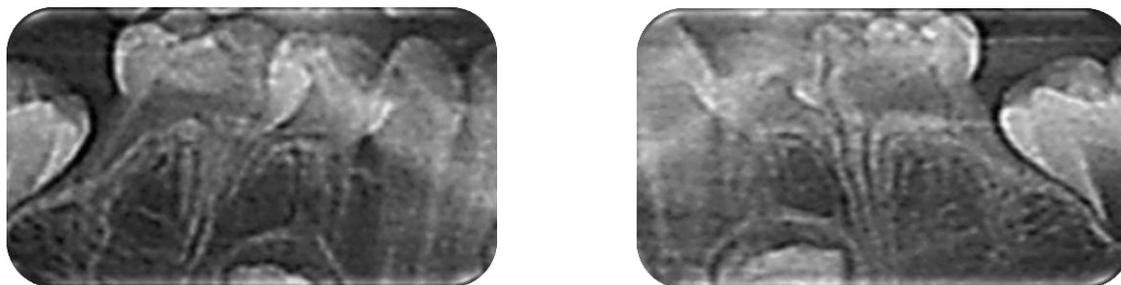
Rx. Periapicales: piezas 7,5;7,4;8,4 y 8,5.
